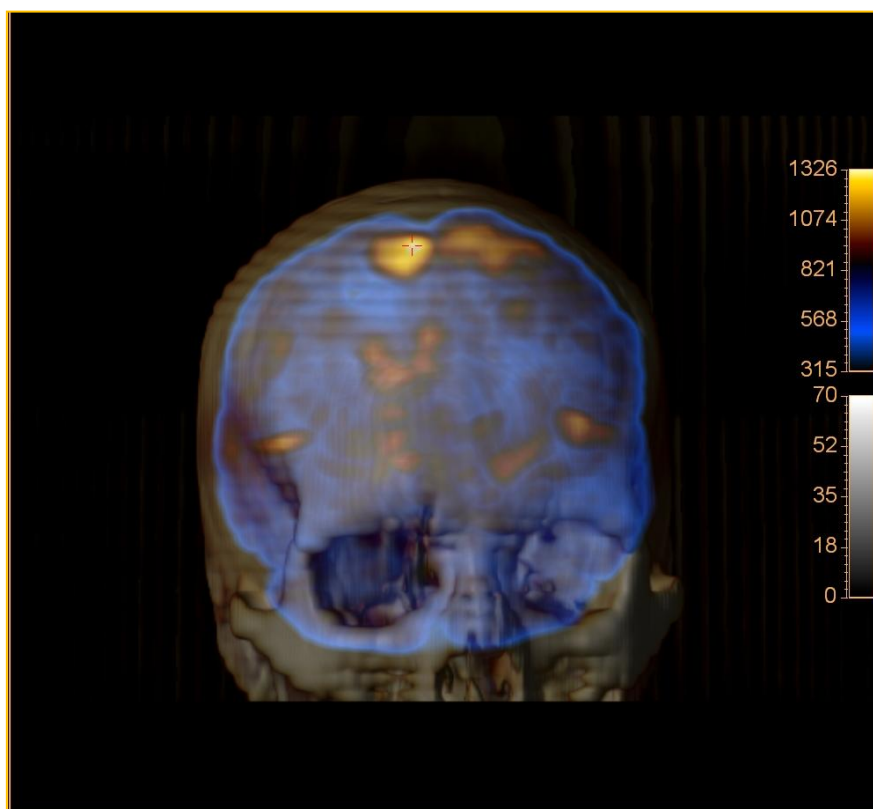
Imagem 3D da fusão PET-CT cerebral processada na aplicação “Fusion Viewer” da Philips. Visualização da hipercaptação de FDG próximo da cúpula do crânio.
